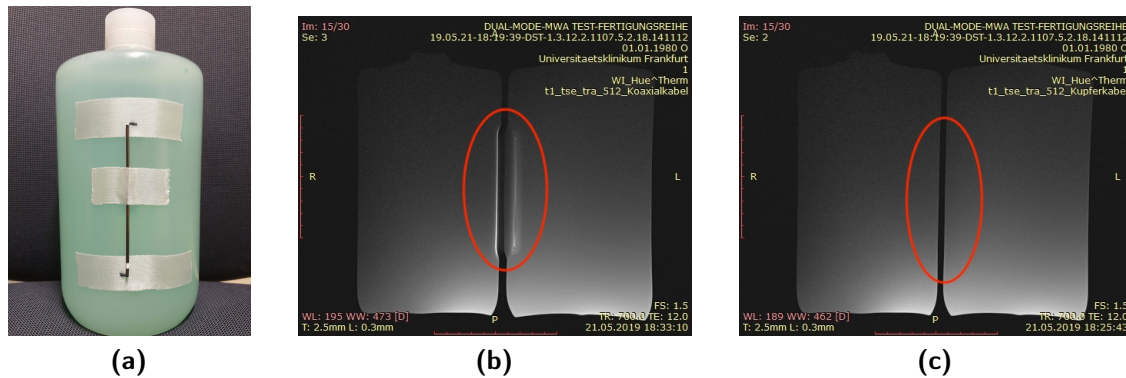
MRT-Kompatibilität von starren Koaxialkabel, (a) Versuchsaufbau, (b) Bildartefakt durch MRT-inkompatibles Koaxialkabel und (c) MRT-kompatibles Kabel.
